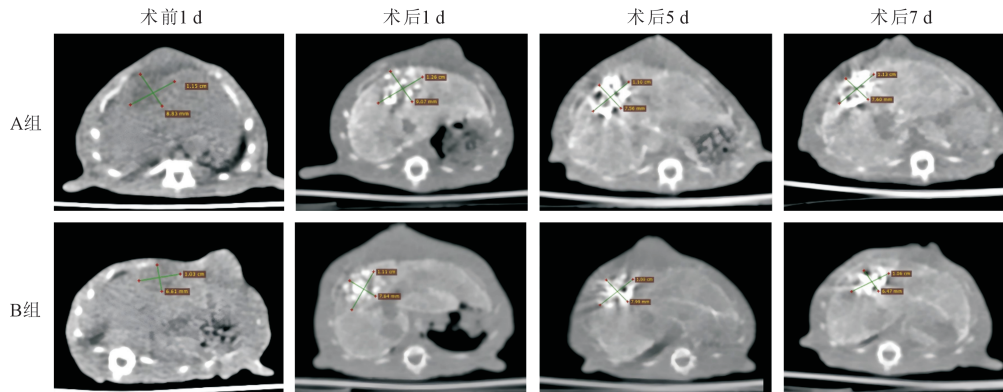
两组术前 1 d 及术后 1、5、7 d 大鼠腹部 CT 平扫影像
